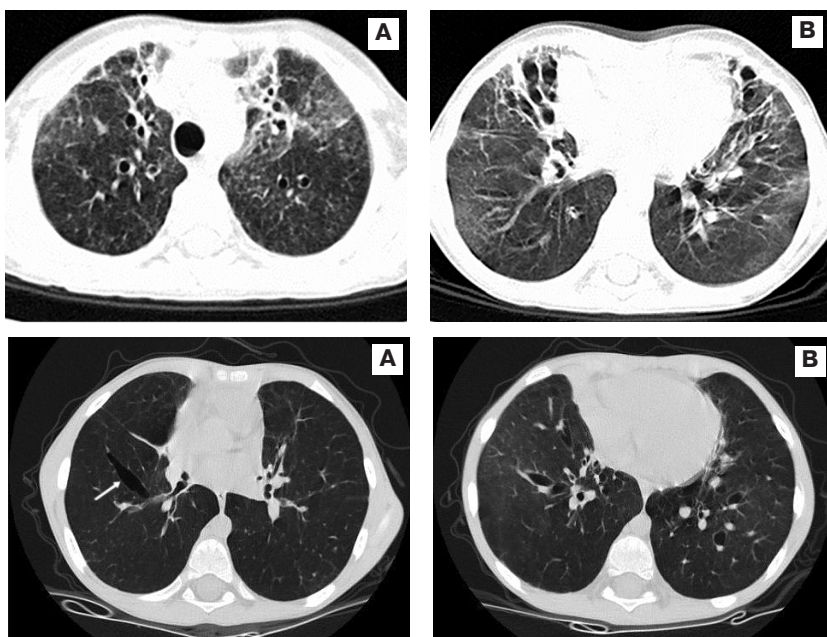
КТ легких: А – вздутие задних сегментов с наличием зон снижения пневматизации по типу "матового стекла"; В – уменьшение диаметра сосудов, расширение просветов бронхов на этом фоне. Объем средней доли и язычковых сегментов уменьшен, просветы бронхов расширены, парамедиастинальная плевра утолщена
